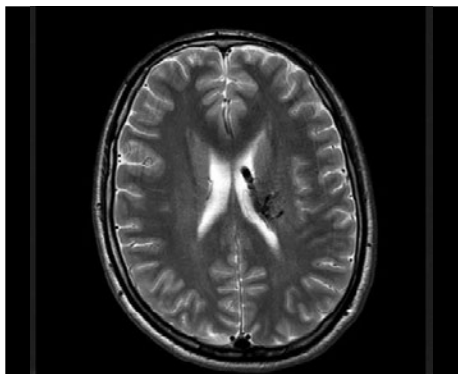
Resonancia de encéfalo; corte axial. Secuencia T2 que evidencia una malformación arteriovenosa (MAV).
